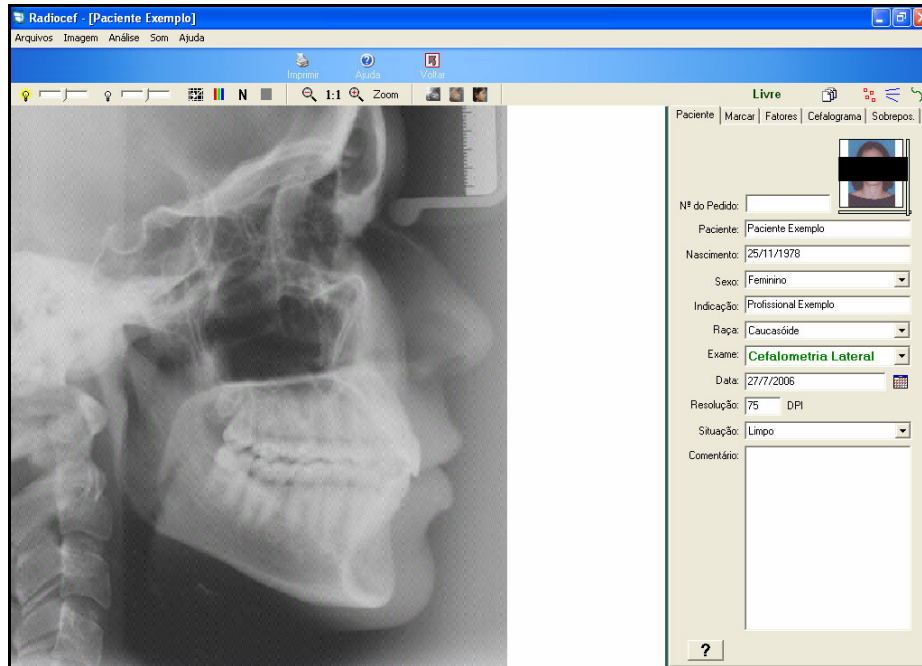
Tela do software Radiocef, onde se observa a radiografia cefalométrica lateral para marcação dos pontos cefalométricos e confecção da análise computadorizada.
